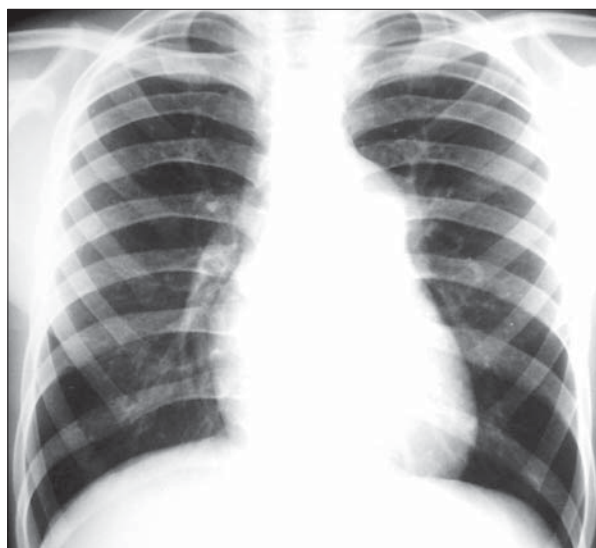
Stenoza pulmonară severă. Radiografie toracică PA. Importantă bombare a trunchiului arterei pulmonare. Vârful inimii apare rotunjit și ușor ascensionat datorită hipertrofiei ventriculului drept.
